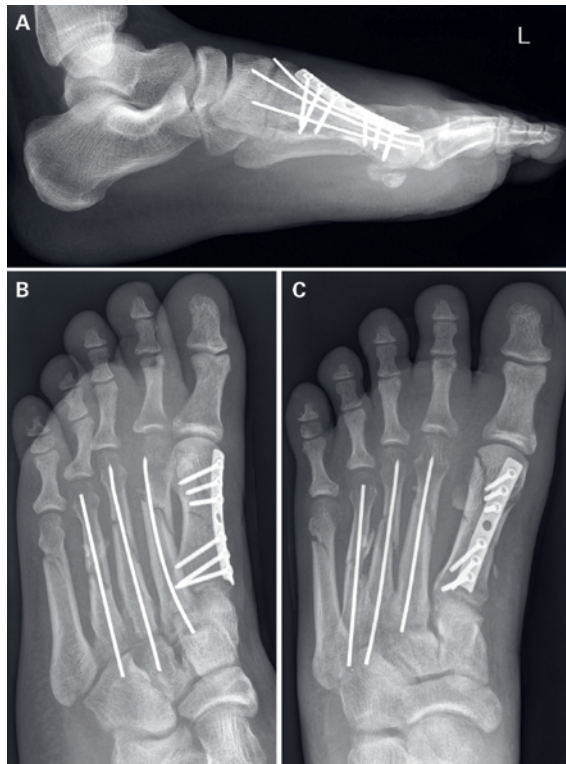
Endomedulläre Kirschner-Drähte, konventionelles Röntgenbild postoperativ, A) streng seitliche Aufnahme, B) schräge Aufnahme, C) dorso-plantare Aufnahme.
